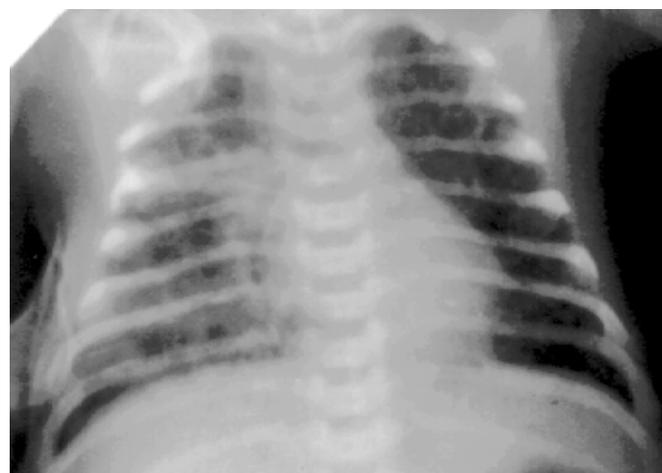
Хворий Ю., 2,5 міс. Рентгенологічна картина двобічної легеневої бронходисплазії
